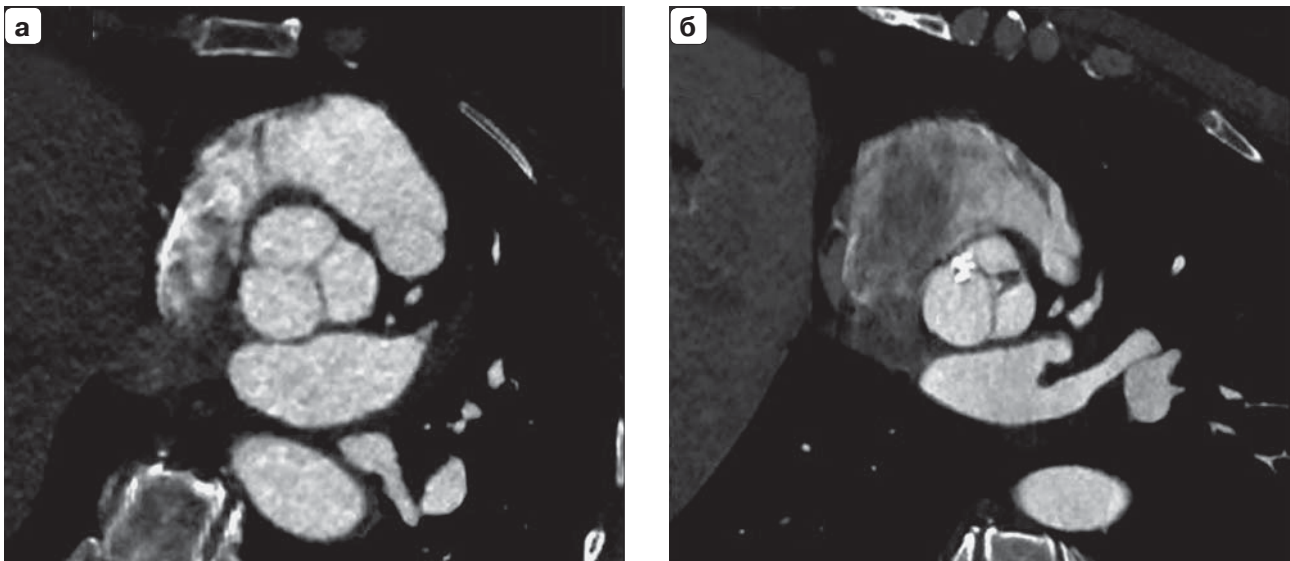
МСКТ-аортография. Детализация структур корня аорты при разном напряжении на рентгеновской трубке. а – 80 кВ, ИМТ = 24,8 кг/м²; б – 100 кВ, ИМТ = 37,5 кг/м².
